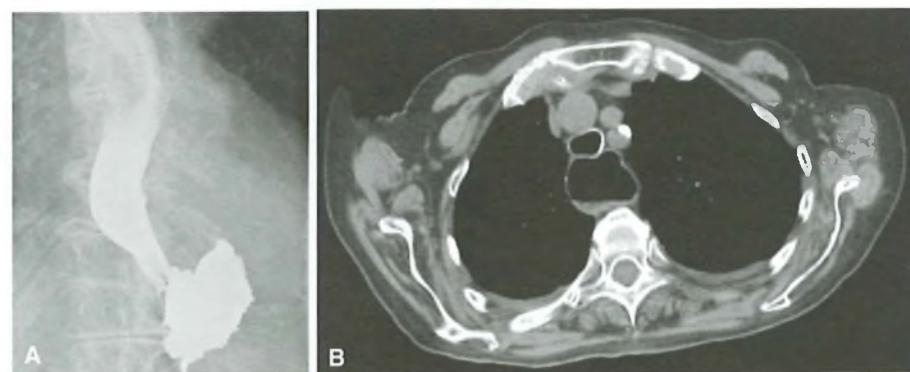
A) Radiografia dell'esofago con doppio contrasto: notevole dilatazione dell'esofago senza evidente riduzione di calibro del tratto terminale né ostacoli della sua canalizzazione; B) lo stesso reperto è ben evidenziabile anche all'esame TAC che, unitamente alla dilatazione del viscere presente per tutto il tratto toracico, mette in evidenza anche del ristagno endoluminale.
